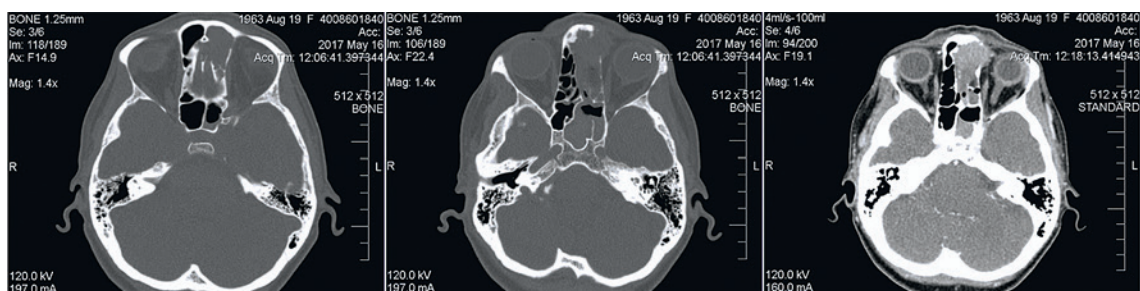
МСКТ головы с контрастированием через 2 недели после удаления новообразования полости носа: увеличение зон костной деструкции, сохранение мягкотканого компонента в области передних отделов верхнего носового хода и решетчатого лабиринта слева с частичным пролабированием в клетчатку левой орбиты
